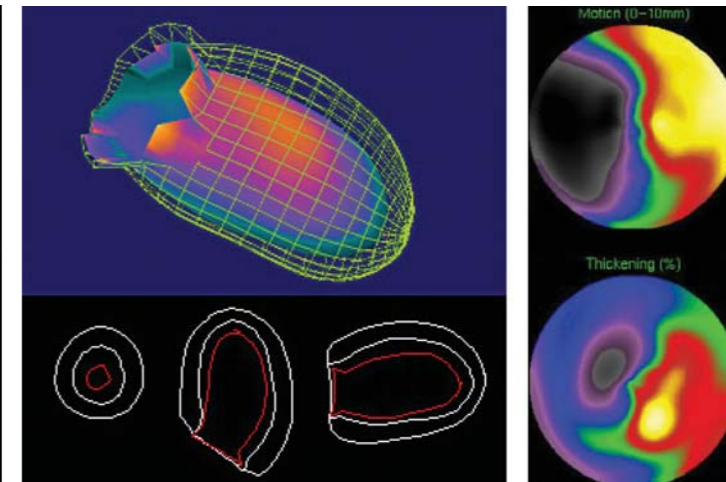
Imaging scintigrafico della geometria e della funzione ventricolare.
